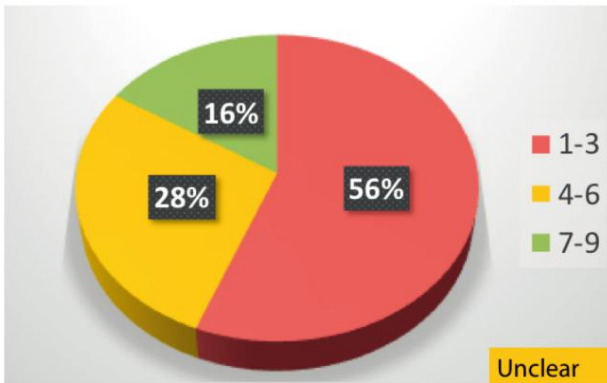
德尔菲:出于二级医疗/耳鼻喉科药物治疗的目的,是否认可使用此前 1-3 年内所行的 CT。
